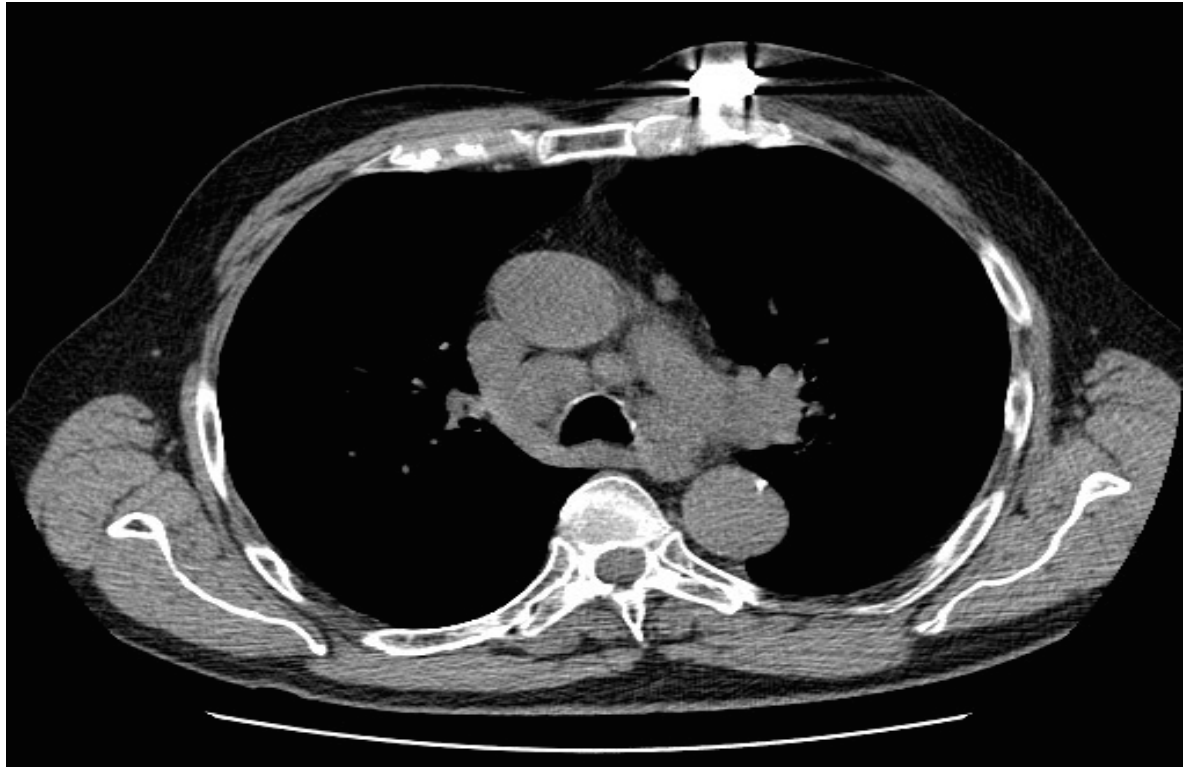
Mediastinale Lymphknotenmetastasen im konventionellen CT und im FDG-PET/CT
